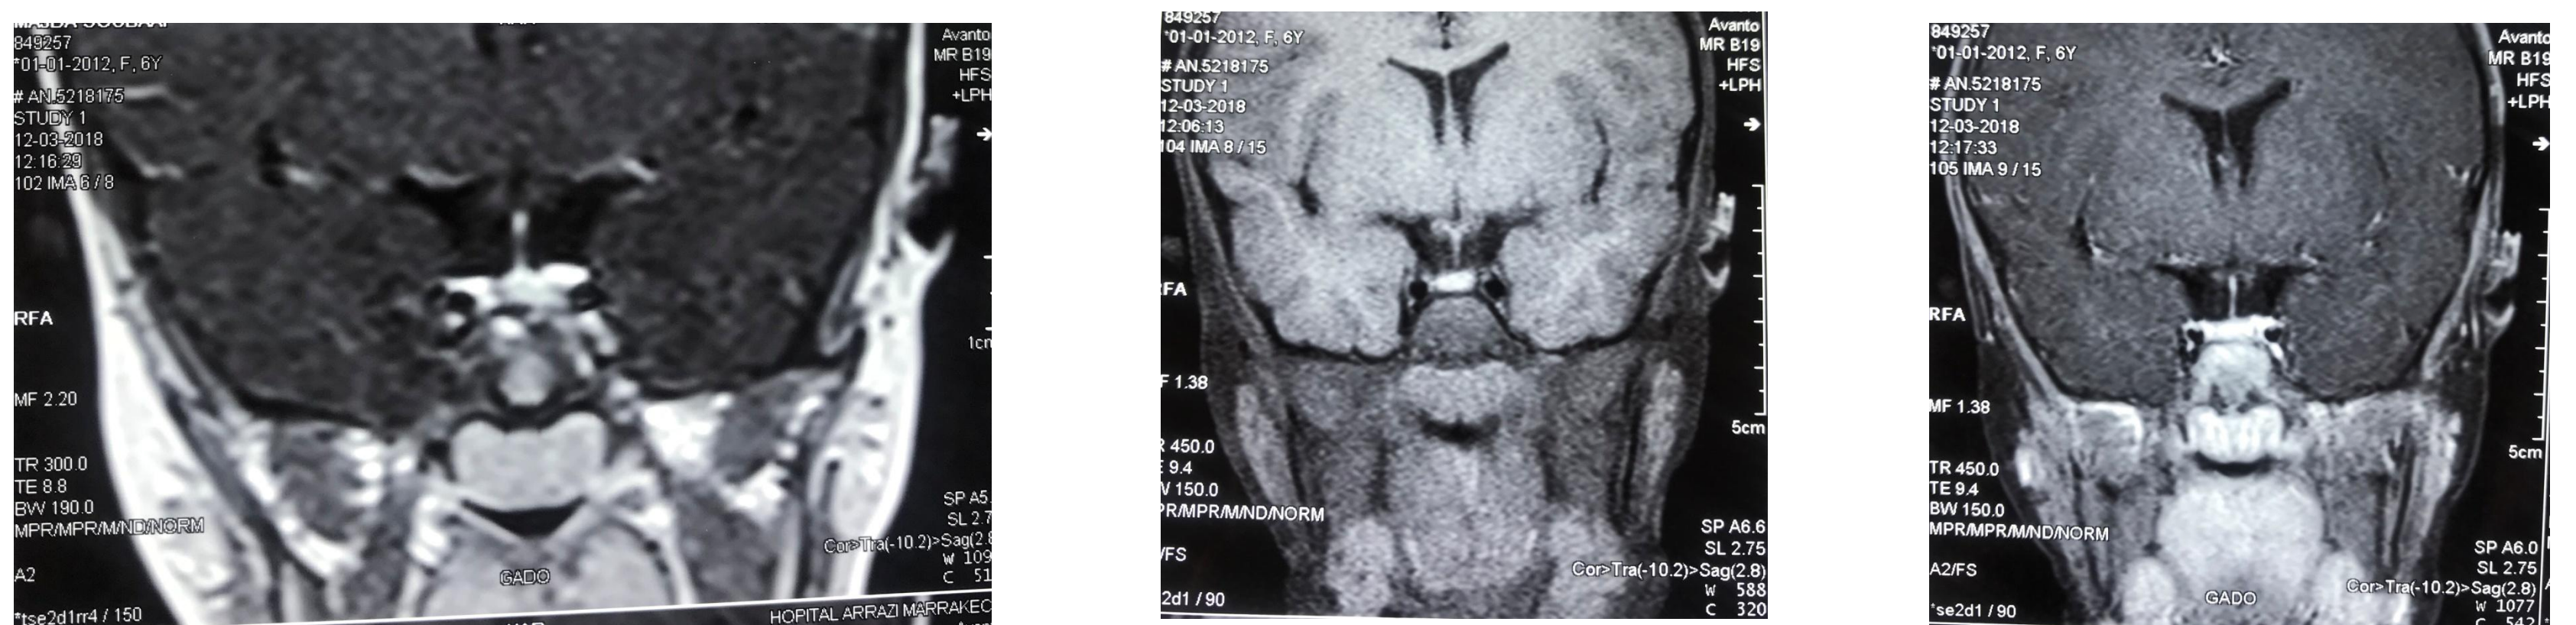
IRM hypophysaire ne révélant pas la présence d'adénome hypophysaire
